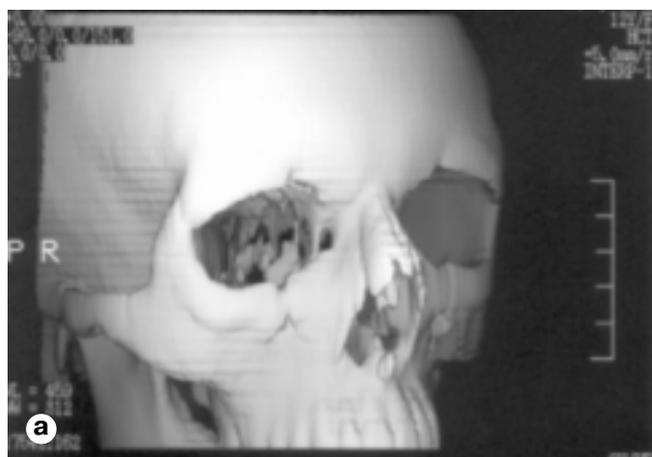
На 3D КТ-граммах (а, б) выявляется перелом нижнеглазничного края и скулолобного сочленения.
